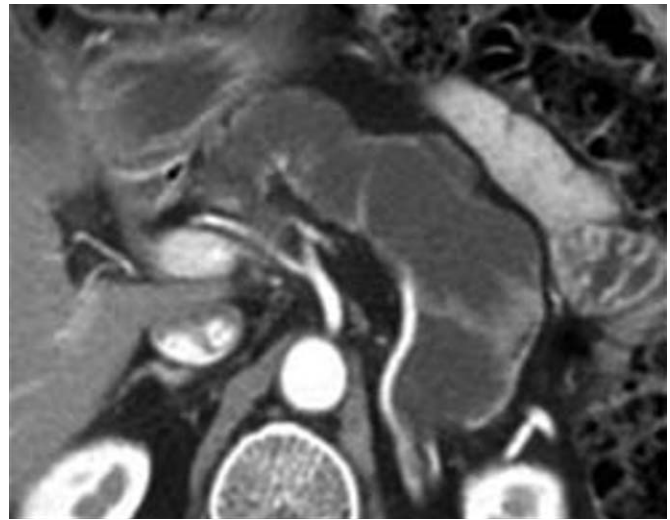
TIPMP du canal principal. TDM. Très importante dilatation du canal de Wirsung qui occupe la totalité de la glande. Atrophie parenchymateuse complète.
